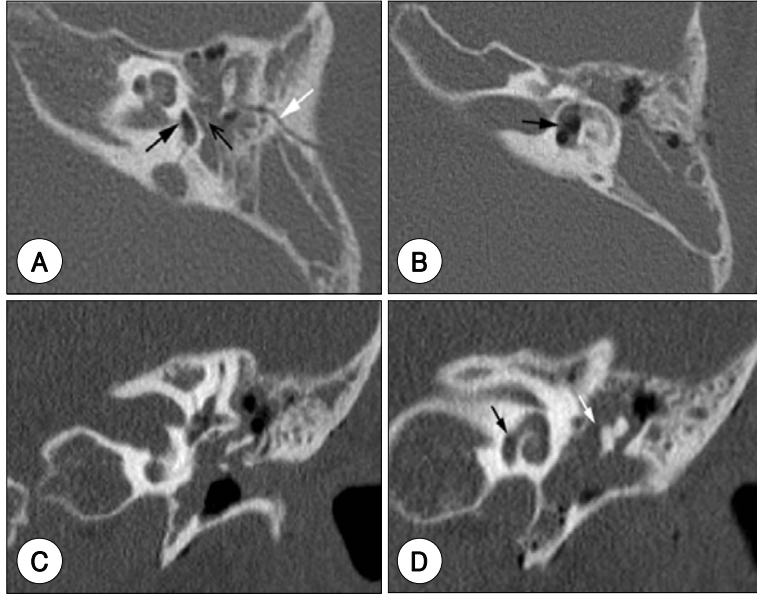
Left temporal bone HRCT findings. A : Longitudinal fracture line (white arrow) was noted and air in vestibule (black arrow) and bony structure assumed as stapes (open arrow) were observed. B : Air in vestibule. C : Air in the vestibule (black arrow) and presumed entry of air by otic capsule fracture (white arrow). D : Air in the vestibule (black arrow) and presumed contour of M-I complex (white arrow) showed no definite dislocation.
